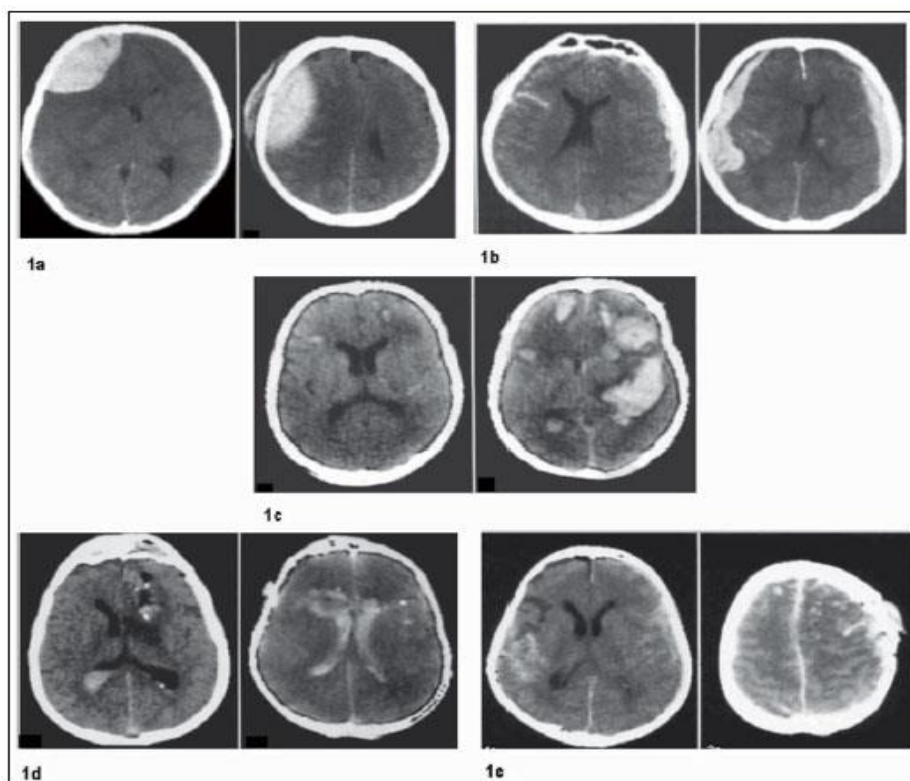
Lesiones intracraneanas focales. 1a. Hematoma epidural o extradural: colección de sangre entre la duramadre y el cráneo, que puede ser de origen venoso o arterial, generalmente no sobrepasa líneas de las suturas a menos que coexista con fractura. TAC aparece como una imagen localizada, lenticular, de alta densidad, con evidente efecto de masa. 1b. Hematoma Subdural: colección de sangre localizada sobre la superficie de la corteza cerebral, bajo la duramadre, que es de origen venoso. TAC se observa una imagen crescética, hiperdensa, localizada a lo largo de las convexidades cerebrales. 1c. Hematoma intracerebral: coágulo sólido denso dentro del parénquima cerebral. 1d. Hemorragia intraventricular: presencia de sangre al interior de los ventrículos. Implica mecanismo de alta energía. 1e. Hemorragia subaracnoidea: presencia de sangre entre pia-madre y aracnoides.
